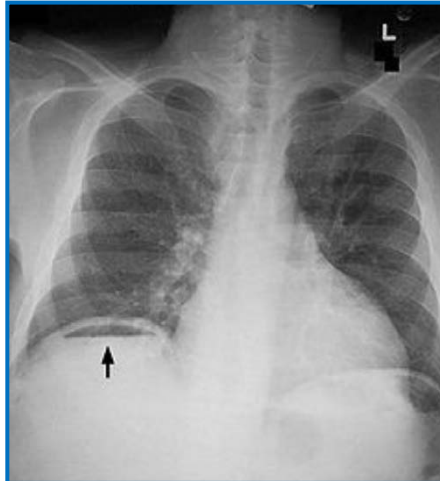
Radiographie abdomen sans préparation ; flèche montrant un pneumopéritoine.
